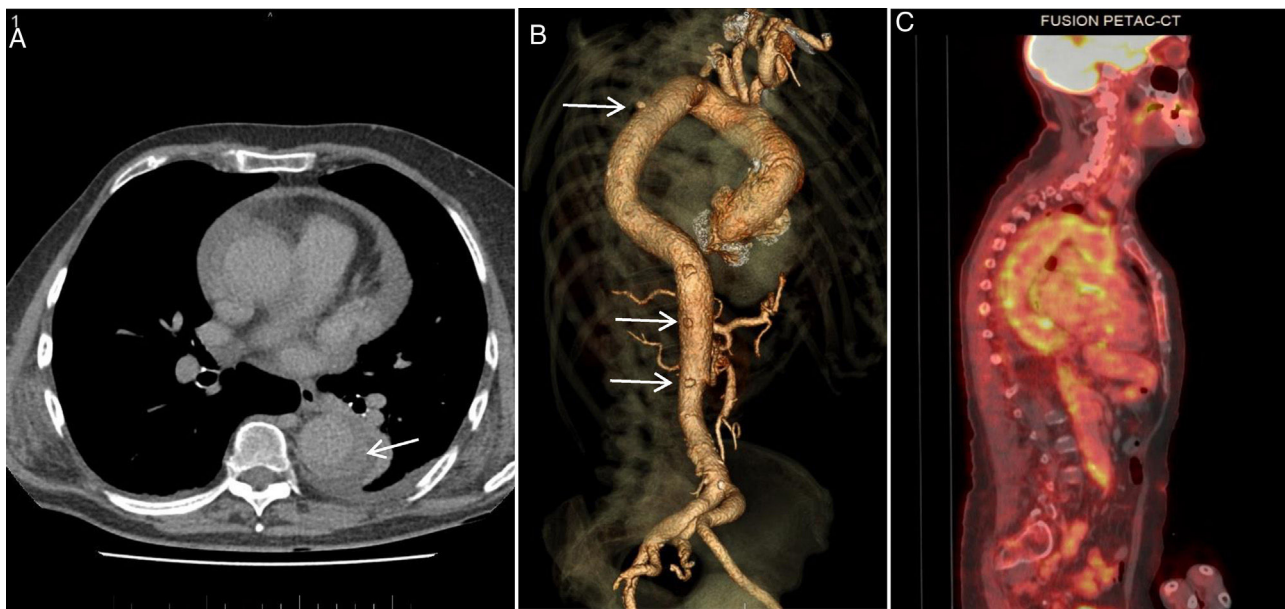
Hematoma intramural aórtico en paciente con aortitis. Imágenes de TC y PET/TC. A) Corte axial de la aorta torácica descendente, obtenido tardíamente tras la administración de contraste. Se observa imagen en semiluna hiperdensa en la pared posterior de la aorta (flecha), característica del hematoma intramural. Derrame pleural izquierdo adyacente. B) Reconstrucción 3D de la aorta tras la administración de contraste en la que destacan pequeños acúmulos de contraste —acúmulos hemáticos intramurales— también característicos del hematoma intramural (flechas). A diferencia de las úlceras, estas tienen cuello ancho y suelen verse en aortas con ateromatosis difusa calcificada. C) PET/TC. Marcado engrosamiento mural circunferencial de la aorta en toda su extensión, intensamente hipermetabólico y difuso, con intensa captación del trazador en la aorta en toda su extensión. También se detectaba hipermetabolismo perivascular a nivel de las arterias carótidas, subclavias, tronco braquiocefálico derecho, arterias ilíacas internas, externas y femorales.
